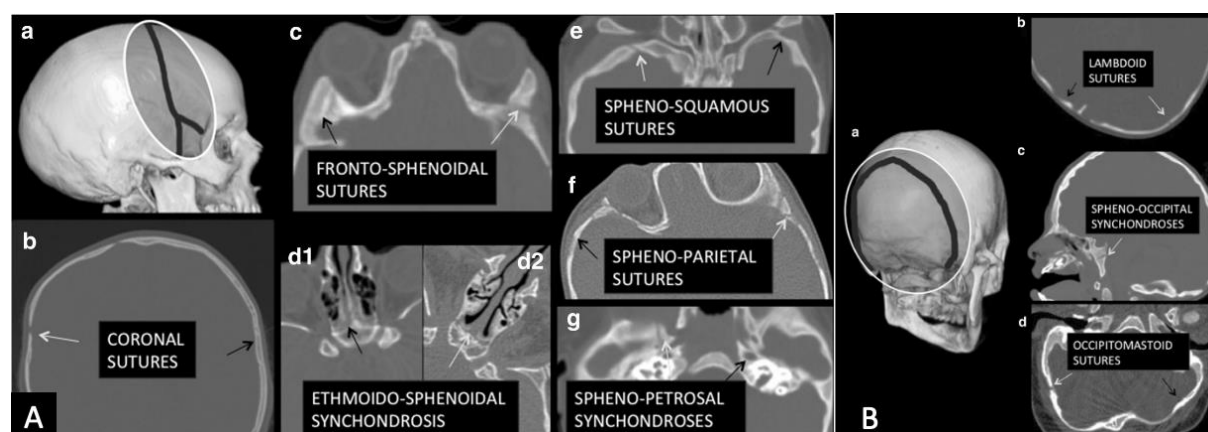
Tomografia computadorizada de crânio – arcos coronal e lambdoide.
